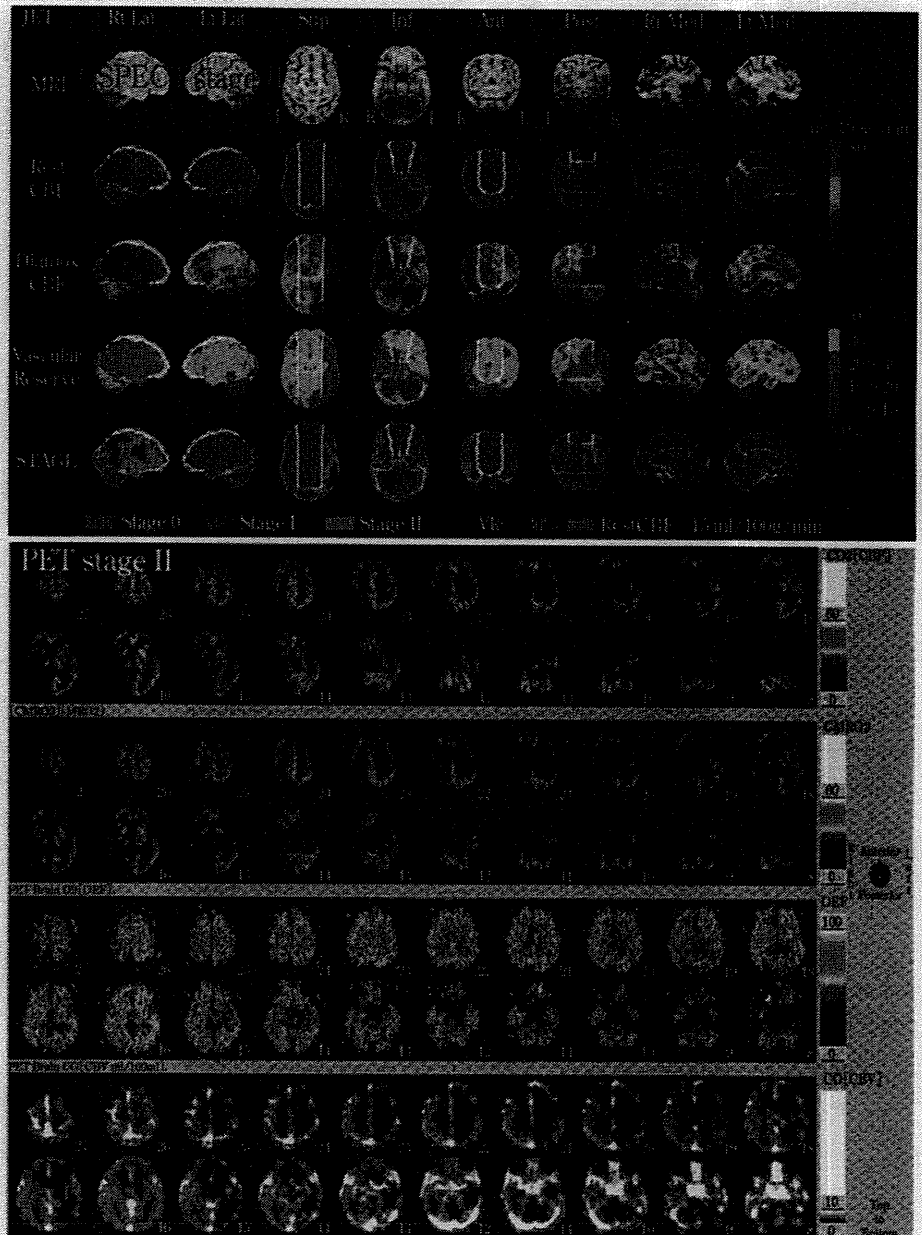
DTARG QSPECT and PET diagnostics in a 61-year-old man with severe stenosis of right internal carotid artery
